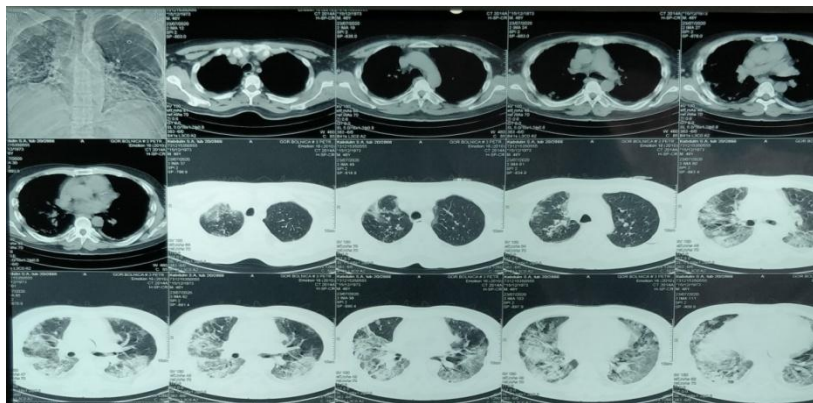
Компьютерная томография ОГК от 24.07.2020 г.
